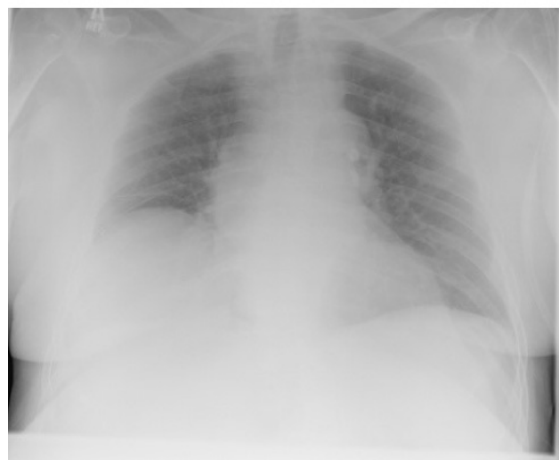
Röntgenbefund Zwerchfellhochstand re. (Uni Marburg 2013)
